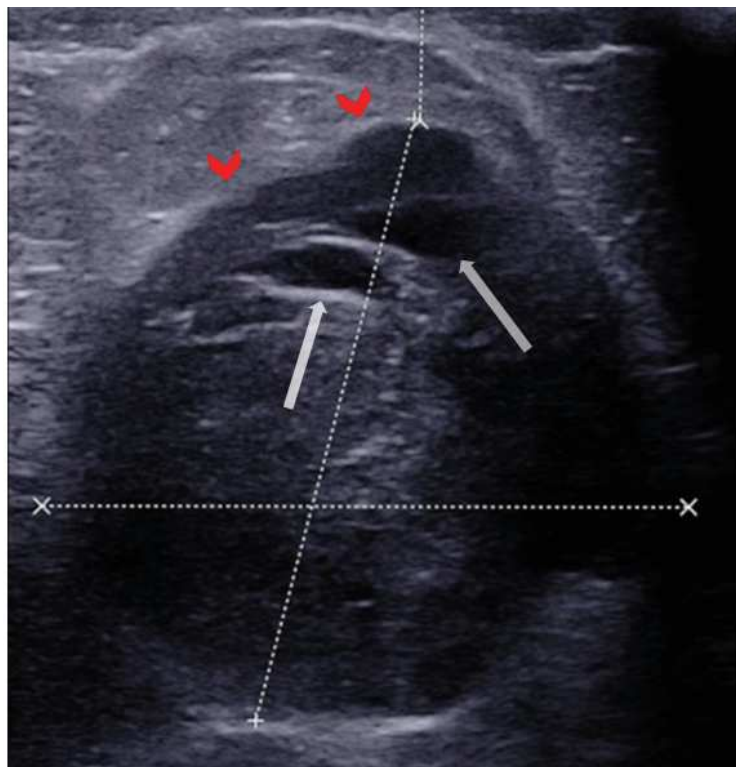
Échographie d'une tumeur phyllode borderline. Masse de forme simple ronde, de contours non circonscrits microlobulés (chevrons rouges), d'échostructure interne d'hétérogénéité élevée avec des fentes distendues larges et de plages kystiques (flèches grises).
